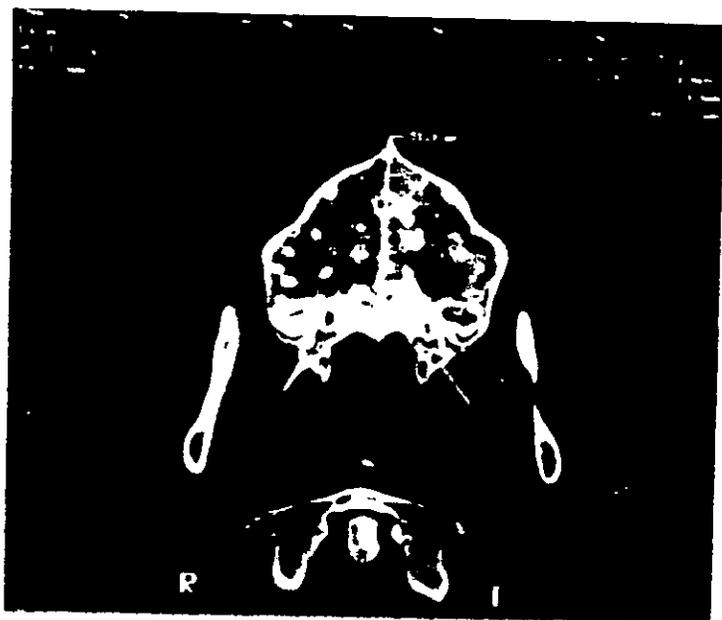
Arriba: Tomografía axial preoperatoria que muestra una longitud AP del paladar óseo de 51.8 mm. Abajo: Tomografía axial al finalizar el periodo de consolidación, que muestra una longitud AP del paladar de 58.7 mm. Es decir, un incremento de 6.9 mm.
